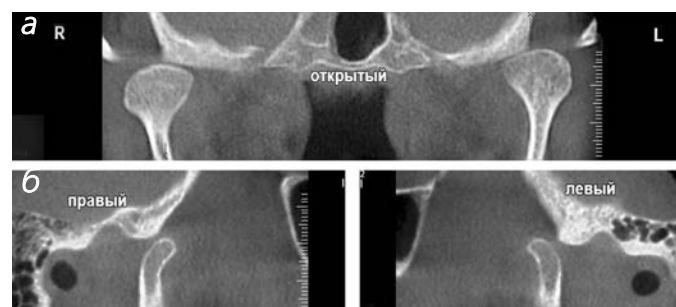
Конусно-лучевые компьютерные томограммы ВНЧС при открытом рте пациента: срезы в прямой (а) и боковой (б) проекциях
